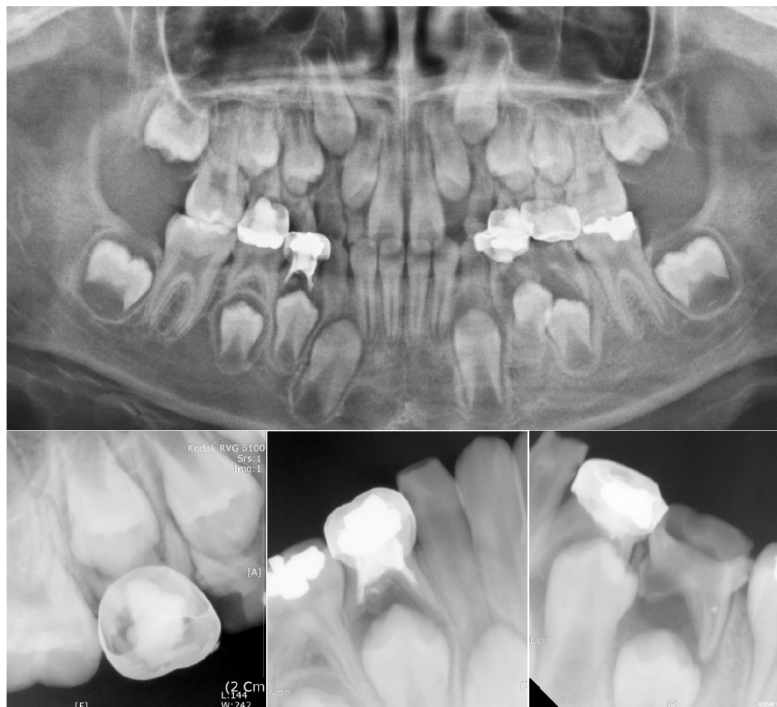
Initial radiographic view. Periapical abscess were shown in #55, 74, 75 and 84.
